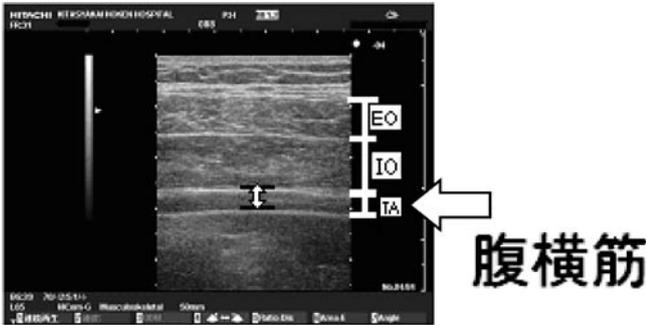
超音波画像 (EO 外腹斜筋, IO 内腹斜筋, TA 腹横筋)
